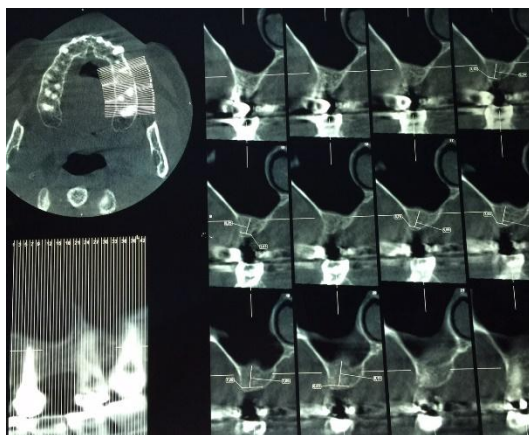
Cropped crosssectional CBCT images show bone measurements of the left maxillary first molar region before dental implant placement.
